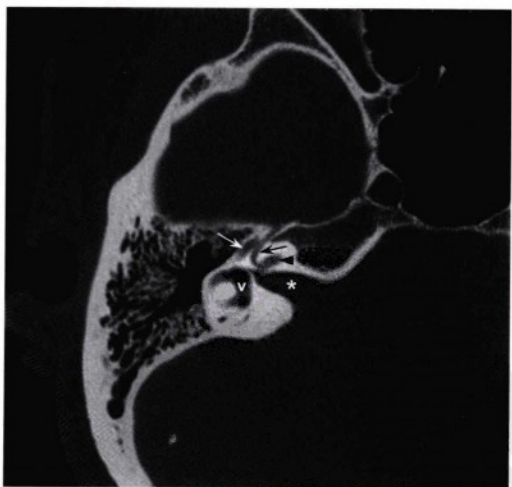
此图为右侧颞骨的轴位高分辨率骨窗CT图像，显示了正常内听道（星号）及内耳，包括前庭（V）和耳蜗的一部分（黑无尾箭头）。面神经管从内听道的前上方发出并向前（黑箭头）行走至膝神经节区域，然后180度向后外侧急转弯（白箭头），形成面神经管的鼓室段。
